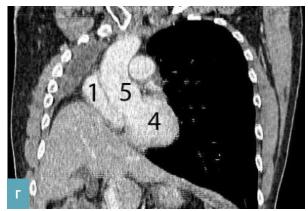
КТ – граммы пациентов через 12 мес. после пневмонэктомии слева (А, Б), через 12 мес. после пневмонэктомии слева (В, Г). А, В – аксиальные сканы уровня «5-и камерного сердца». Б, Г – фронтальная проекция. 1 – правое предсердие, 2 – правый желудочек, 3 – левое предсердие, 4 – левый желудочек, 5 – аорта.
